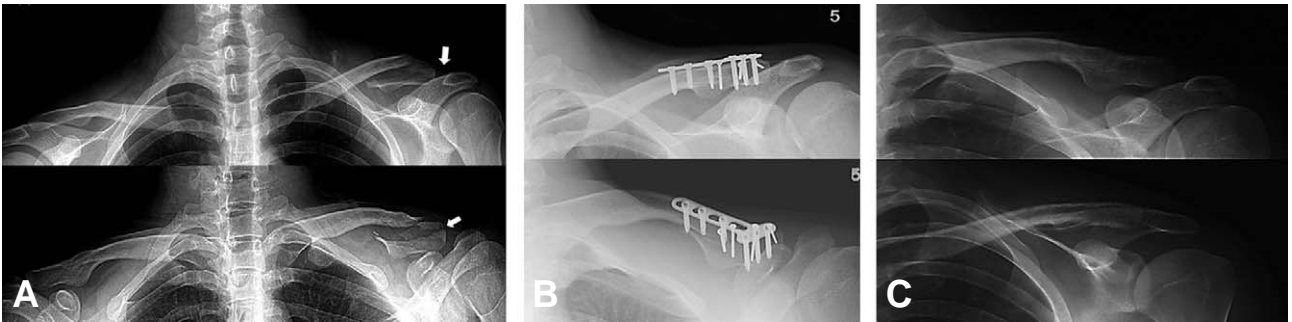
A 38-year-old female with left distal clavicle fracture due to slip down. (A) Preoperative plain radiograph presented intra articular fracture with 7mm AC joint widening (arrows) (Craig's type V, type II AC joint injury). (B) Satisfactory reduction and T-type LCP fixation were seen on immediate postoperative x-rays. (C) Plain radiographs after removal of wires at postoperative 15 months showed congruent acromioclavicular joint.
